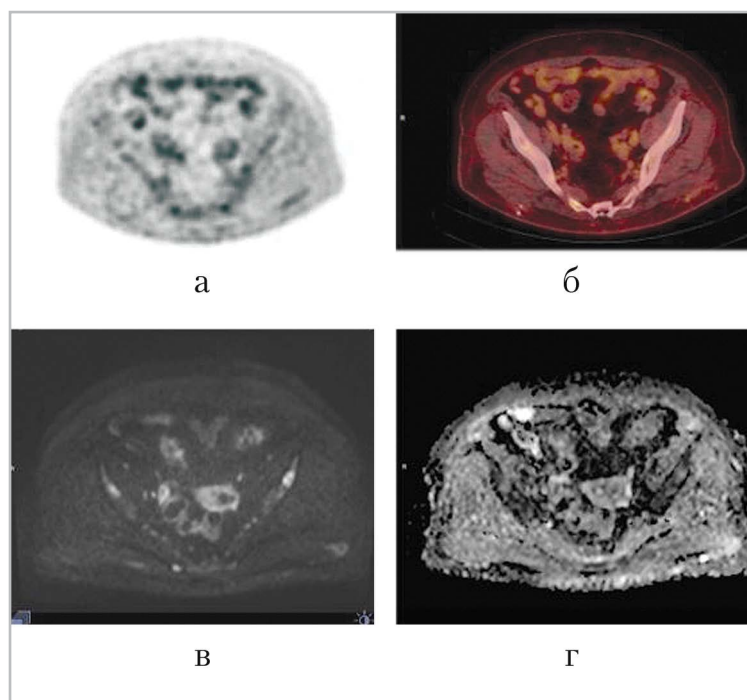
$^{18}\text{F}$ -ФДГ ПЭТ/КТ и МРТ всего тела с ДВИ у пациентки с метастатическим раком молочной железы: *а* — изображение моноПЭТ с коррекцией аттенюации; *б* — совмещенное изображение ПЭТ/КТ без признаков метастатического поражения скелета; *в* — на ДВИ определяются одиночные метастатические очаги подвздошных костей; *г* — на карте ИКД также прослеживается ограничение диффузии в метастатических очагах
